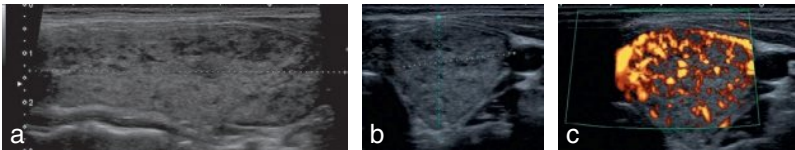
Maladie de Basedow : coupes longitudinale (a), transversale (b), goitre hypoéchogène, hétérogène, hypervascularisé en Doppler couleur (c).
